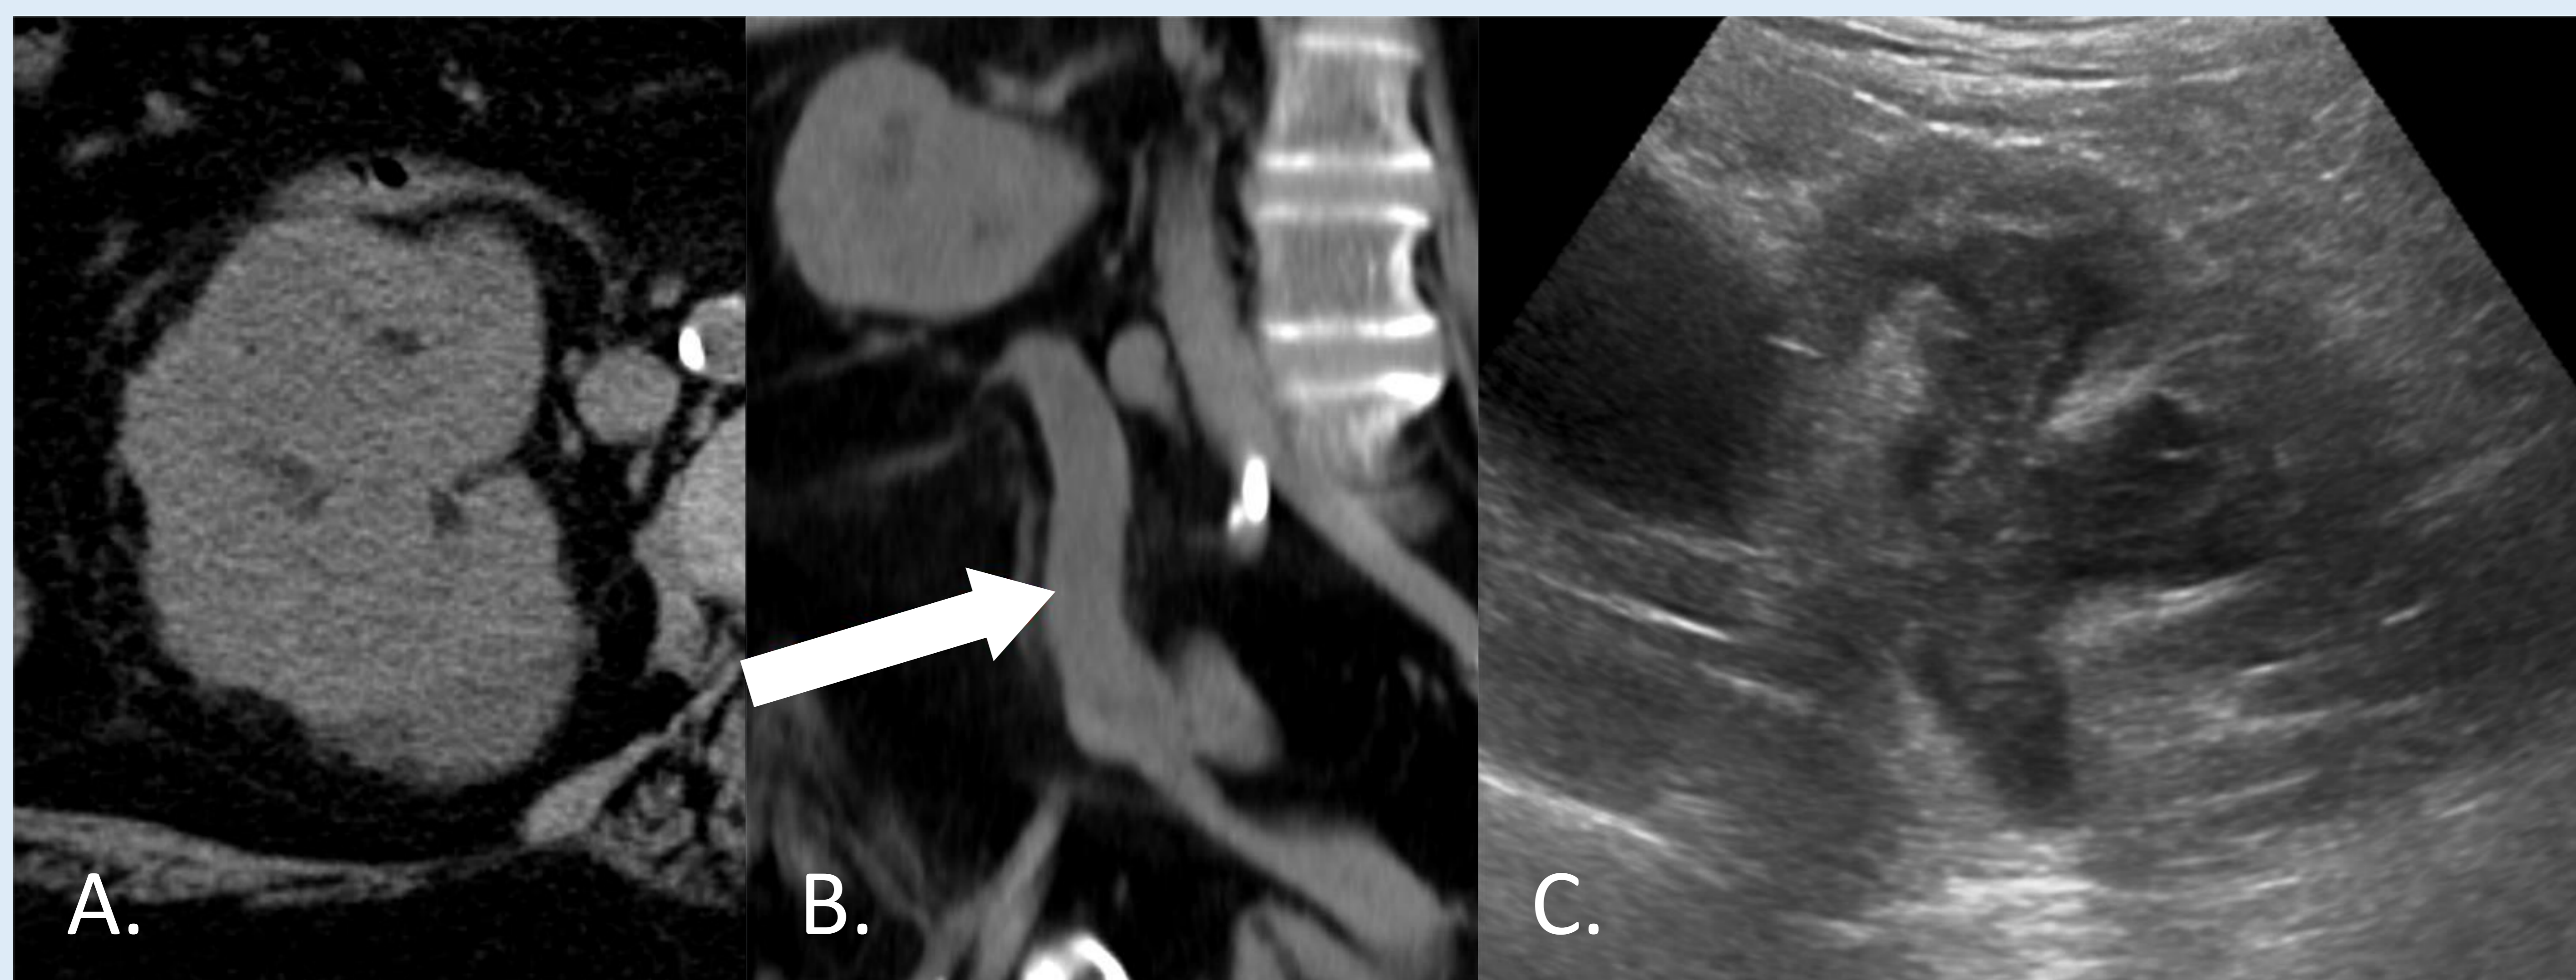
FRA y datos de sepsis. Hemocultivo con *Proteus mirabilis*. A y B. Imágenes axial y coronal de TC sin contraste intravenoso en el que vemos una dilatación de la vía urinaria con contenido denso en su interior. Se aprecian además cambios inflamatorios en la grasa adyacente. B. Corte axial de ecografía en la que vemos una dilatación del sistema colector con contenido ecogénico en su interior.
